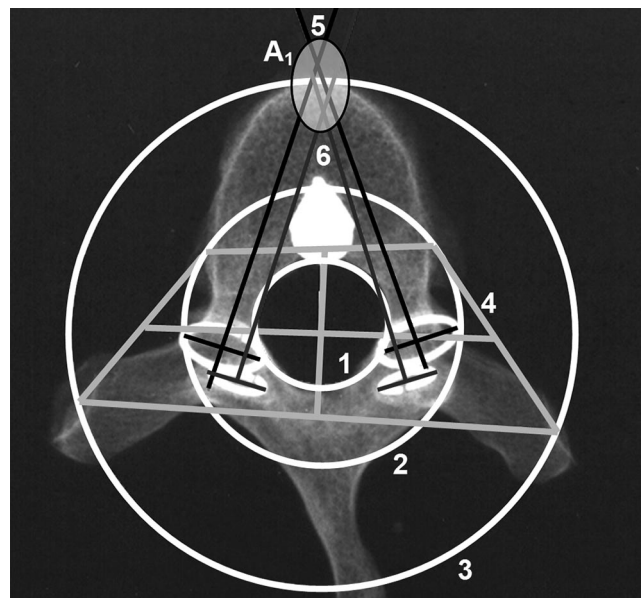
Geometrical correlations drawn on the radiograph of a vertebra (see text for details).
